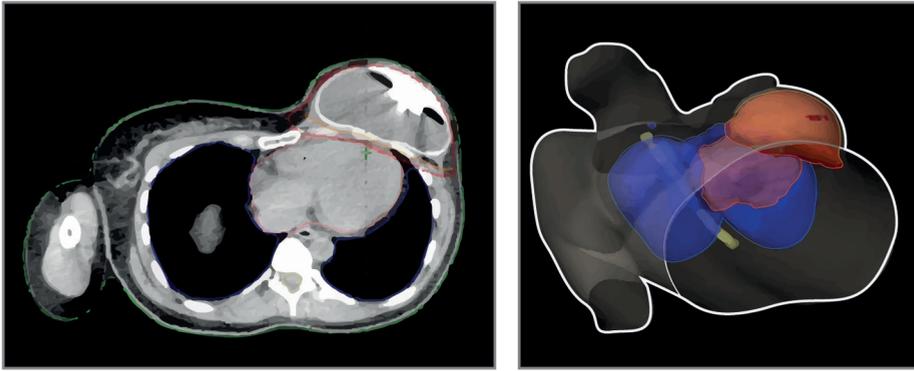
• Corte axial de tomografia computadorizada de tórax, demonstrando a mama reconstruída e os órgãos vizinhos (coração e pulmões). Reconstrução volumétrica das estruturas em três dimensões.
